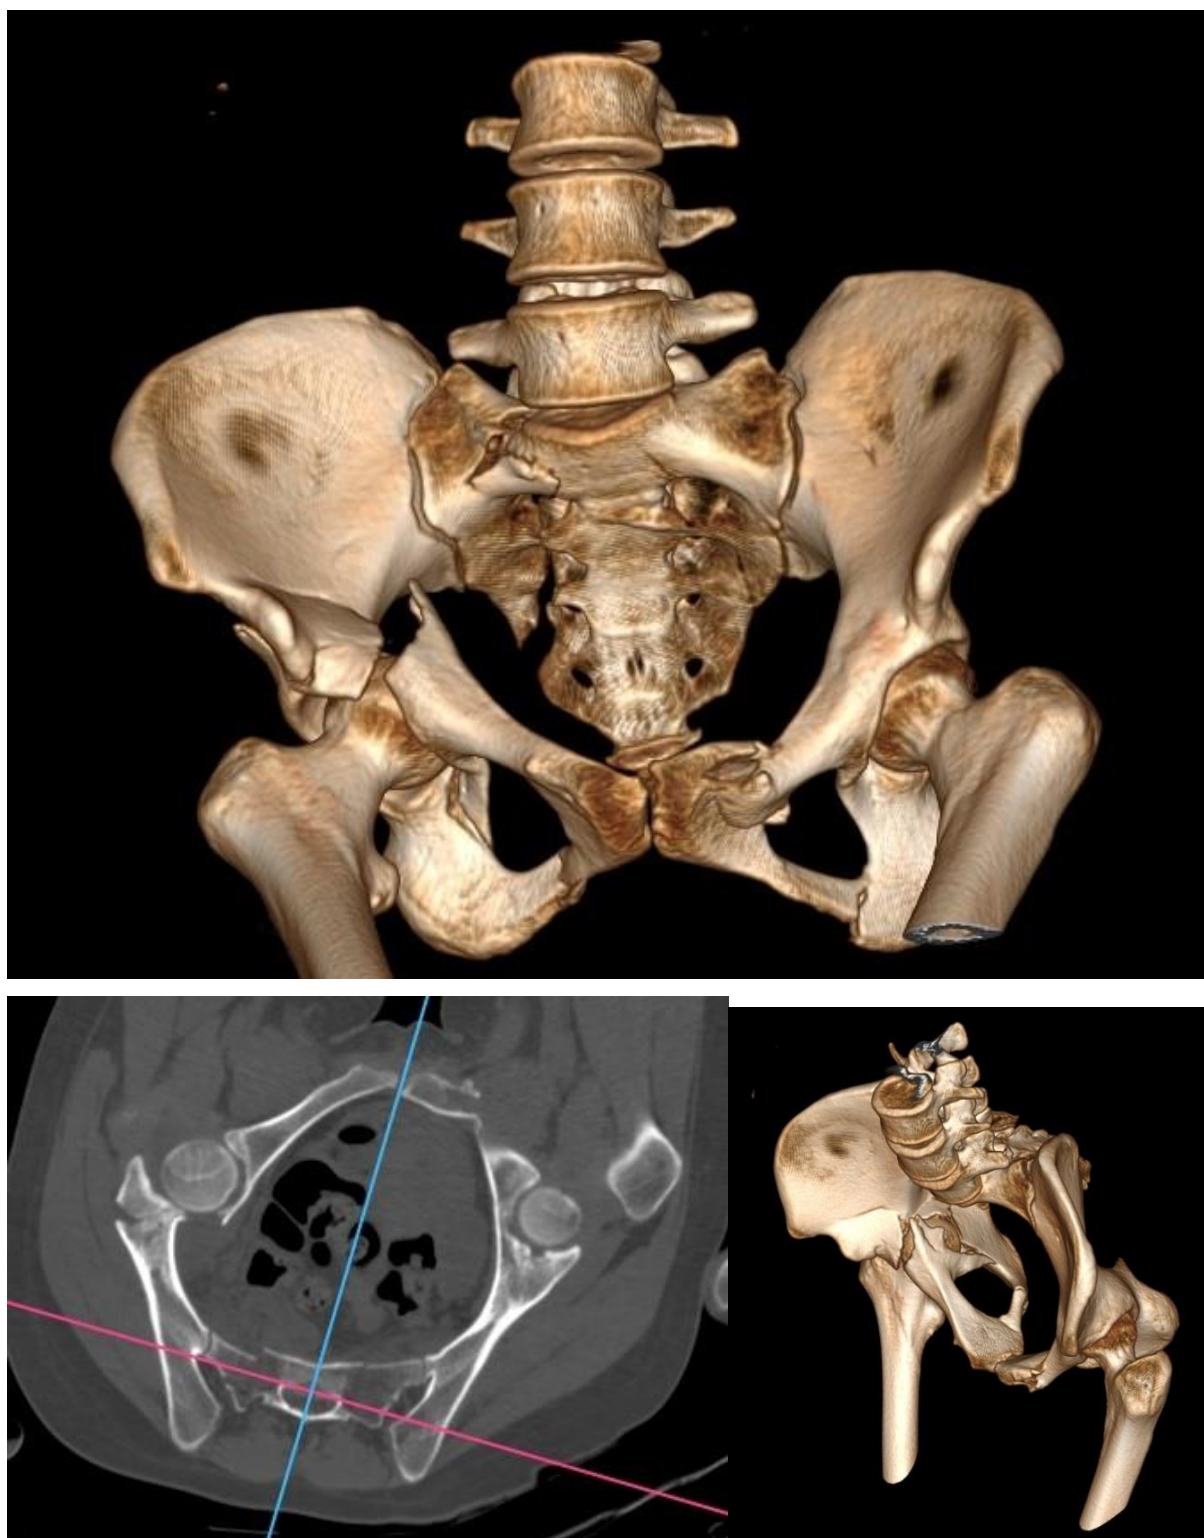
Рентгенотомограммы пострадавшей В. 21 года на момент обращения в клинику.
